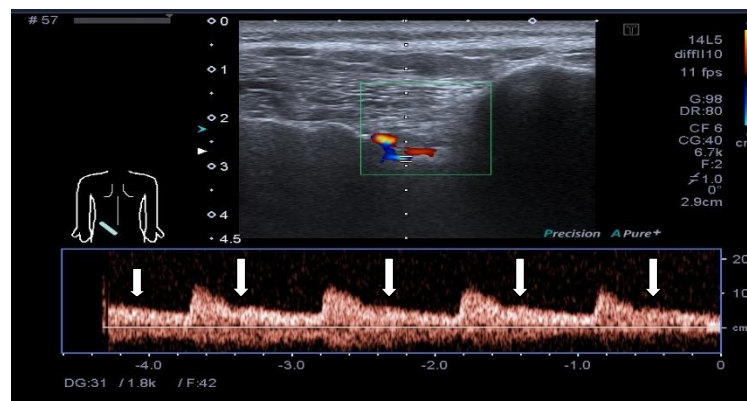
Пациент Н., 37 лет, УЗИ крестцово-подвздошных суставов, наличие диастолического компонента (собственное наблюдение)
